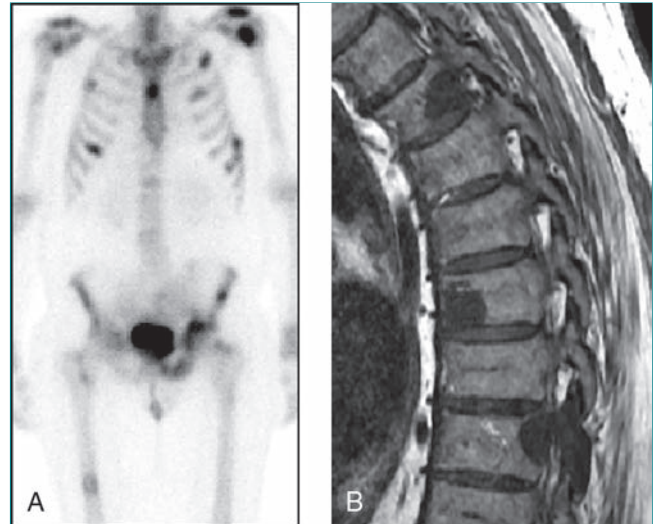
Imágenes de metástasis óseas en la gammagrafía ósea y la resonancia magnética. A, Gammagrafía ósea de cuerpo entero que pone de manifiesto captación anormal en la zona sacroiliaca y metástasis en pelvis anterior, costillas y cintura escapular. B, Imagen de resonancia magnética sagital de la columna torácica que muestra las lesiones vertebrales.
